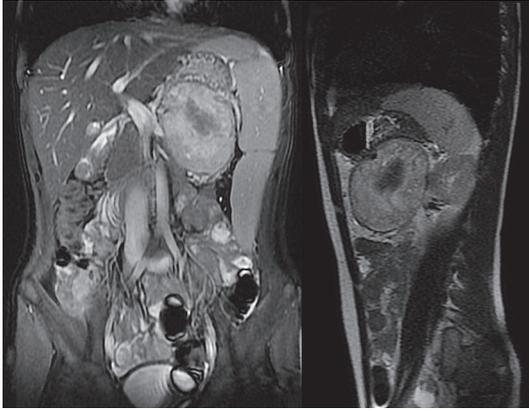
МРТ органов брюшной полости. Объемное образование тела и хвоста поджелудочной железы, размером 6,7×7,0×8,8 см
